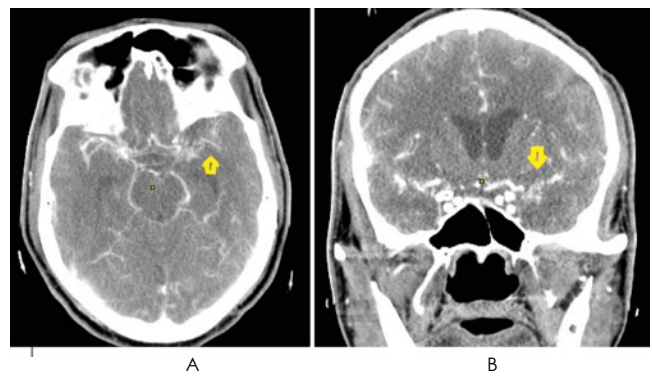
КТ-ангиография головного мозга. Артериальная фаза. А – аксиальная проекция. В – корональная проекция. Отсутствие контрастирования сегмента М1 АСМА от устья и на протяжении 11 мм с «облаком» извитых коллатералей на этом уровне. Сегменты М2 и М3 АСМА заполняются за счет коллатерального кровотока.
